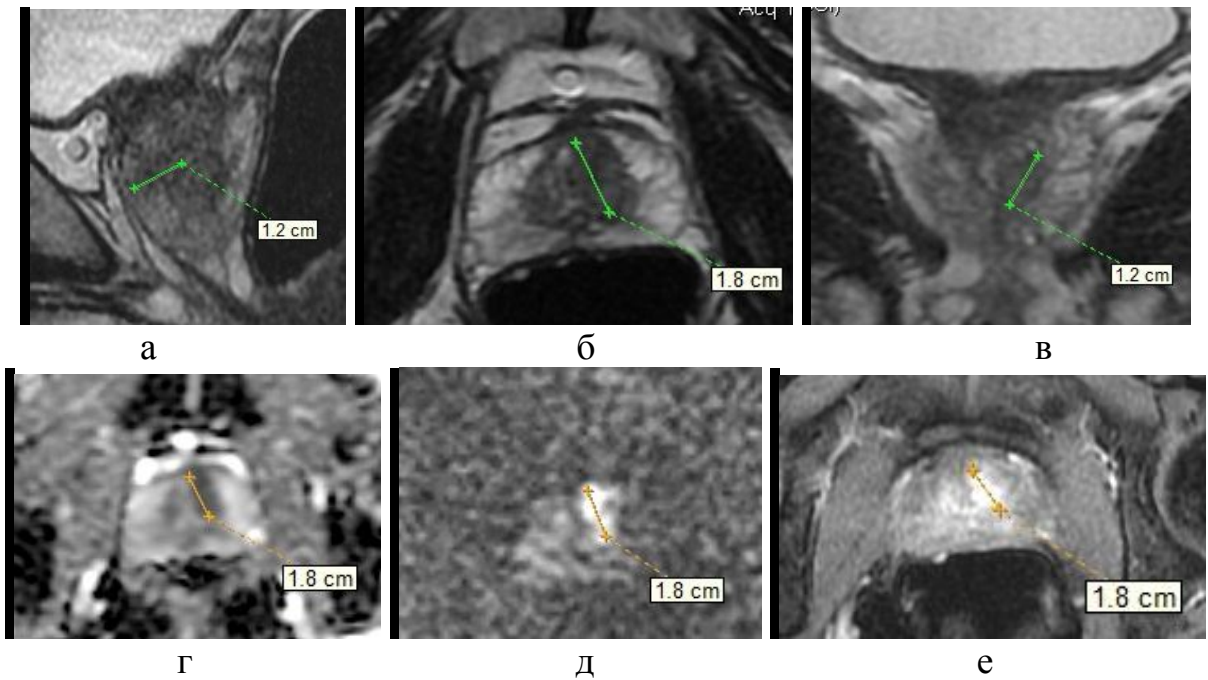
МпМРТ предстательной железы пациента с очагом, картина которого характерна для высокой вероятности наличия клинически значимого рака (PI-RADS 5); T2-ВИ в трех плоскостях (а, б, в). Диффузионно-взвешенное исследование: карта измеряемого коэффициента диффузии при b 1000 $\text{с}/\text{мм}^2$ (г) и диффузионно-взвешенное изображение при высоком факторе диффузии b 3000 $\text{с}/\text{мм}^2$ (д). T1-ВИ с ранним контрастированием (е). В результате прицельной биопсии данной зоны диагностирован рак простаты с суммой Глисона 7 (3+4)
